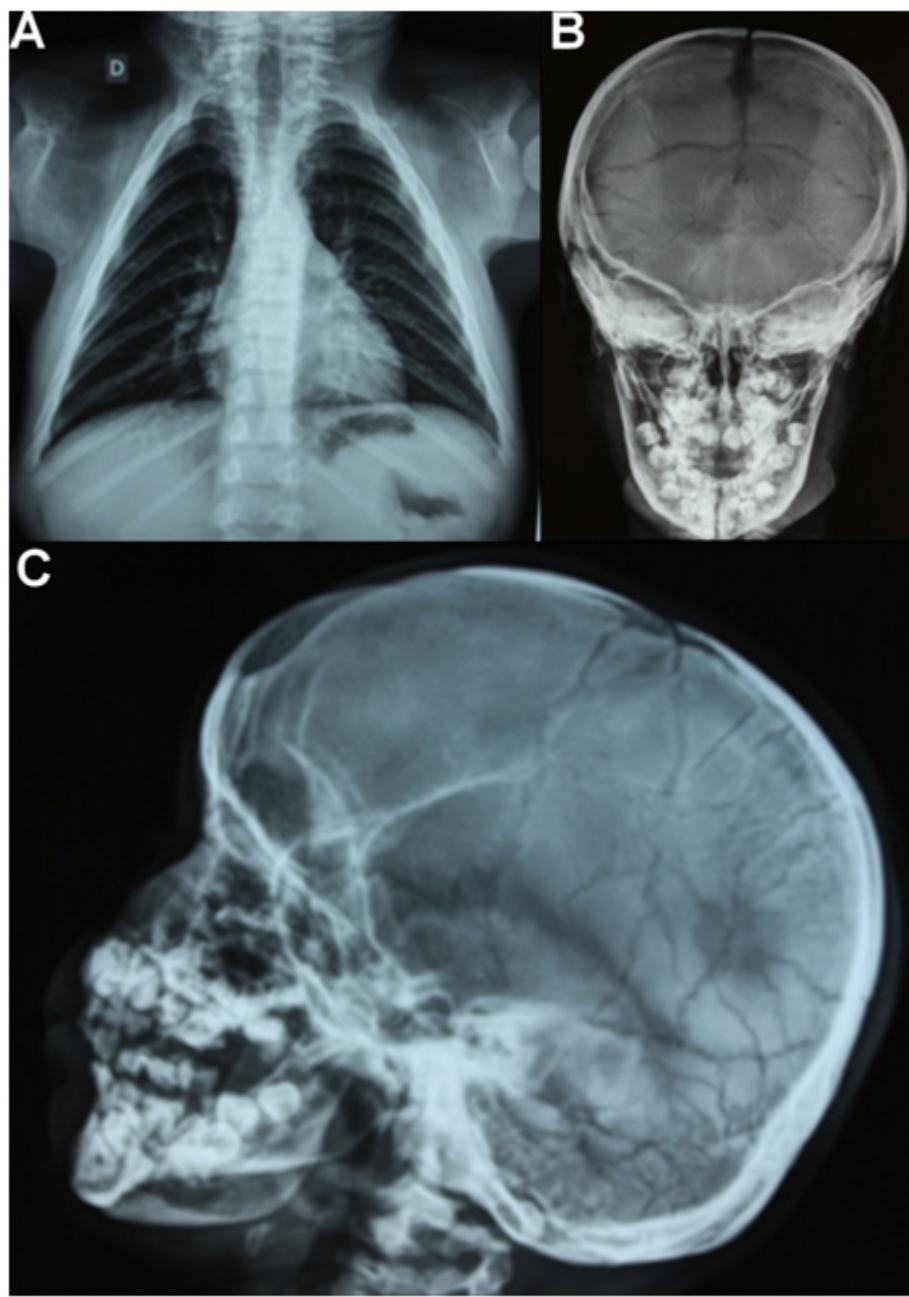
Radiografias torácica e do crânio da paciente de 8 anos.
